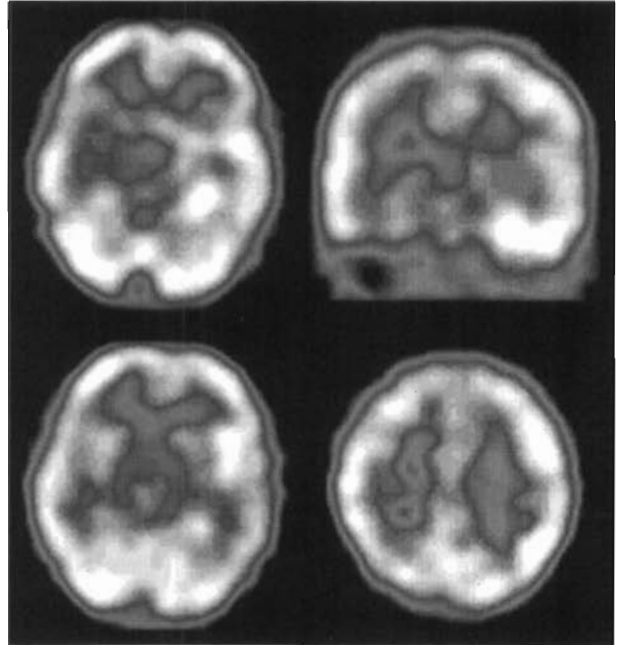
SPECT findings on the 5th hospital day are compatible with encephalitis involving left deep temporal cortices with ictal propagation to lateral temporal cortices and frontal cortices.
